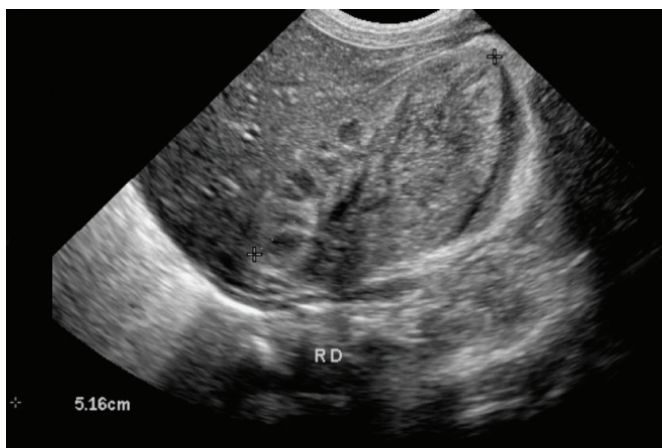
Ultrassonografia renal direita – corte longitudinal. Massa heterogênea renal direita, mal delimitada, ocupando os terços médio e inferior, medindo cerca de 3,8 x 3,4 cm, associada à coleção líquida espessa perirrenal compatível com hematoma subcapsular.
